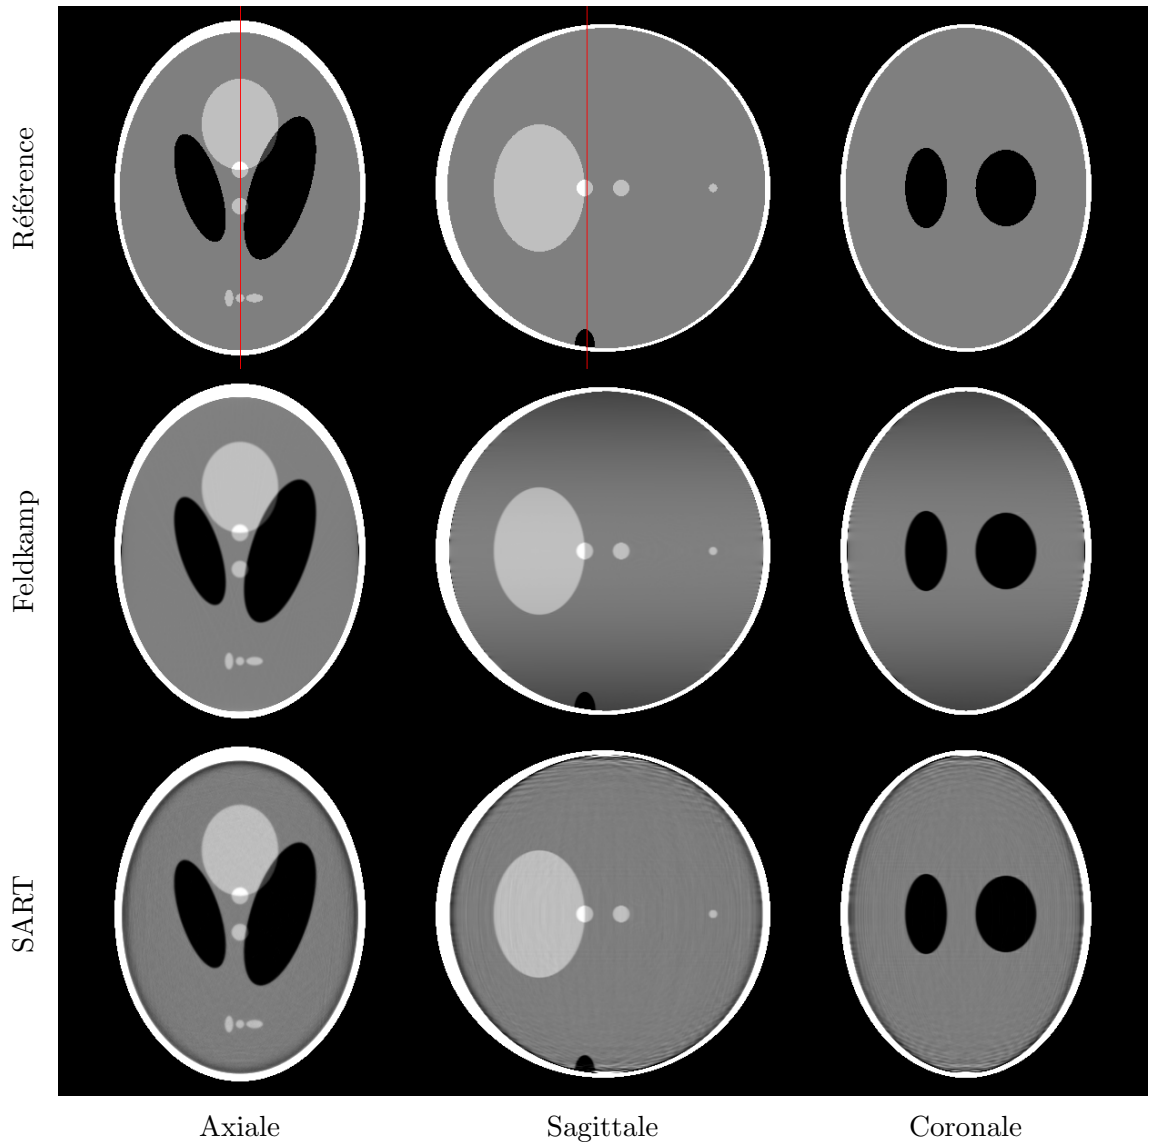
Les trois coupes à l’isocentre de l’image TDM de référence du fantôme *Shepp-Logan* et des deux images TDM reconstruites à partir de nos deux méthodes de reconstruction.
